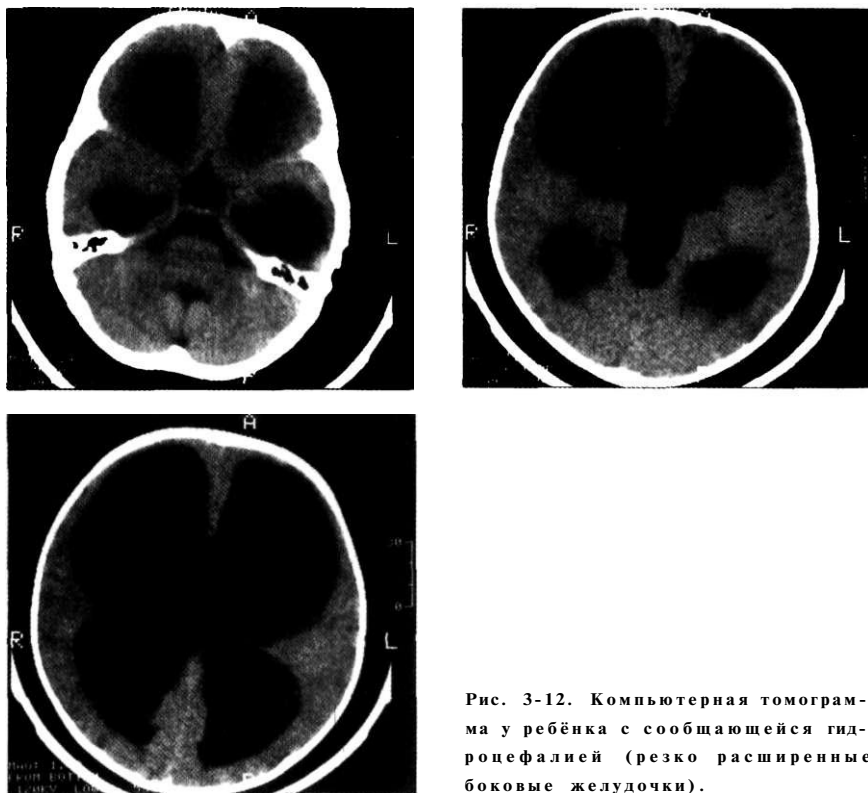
Компьютерная томограмма у ребёнка с сообщающейся гидроцефалией (резко расширенные боковые желудочки).
